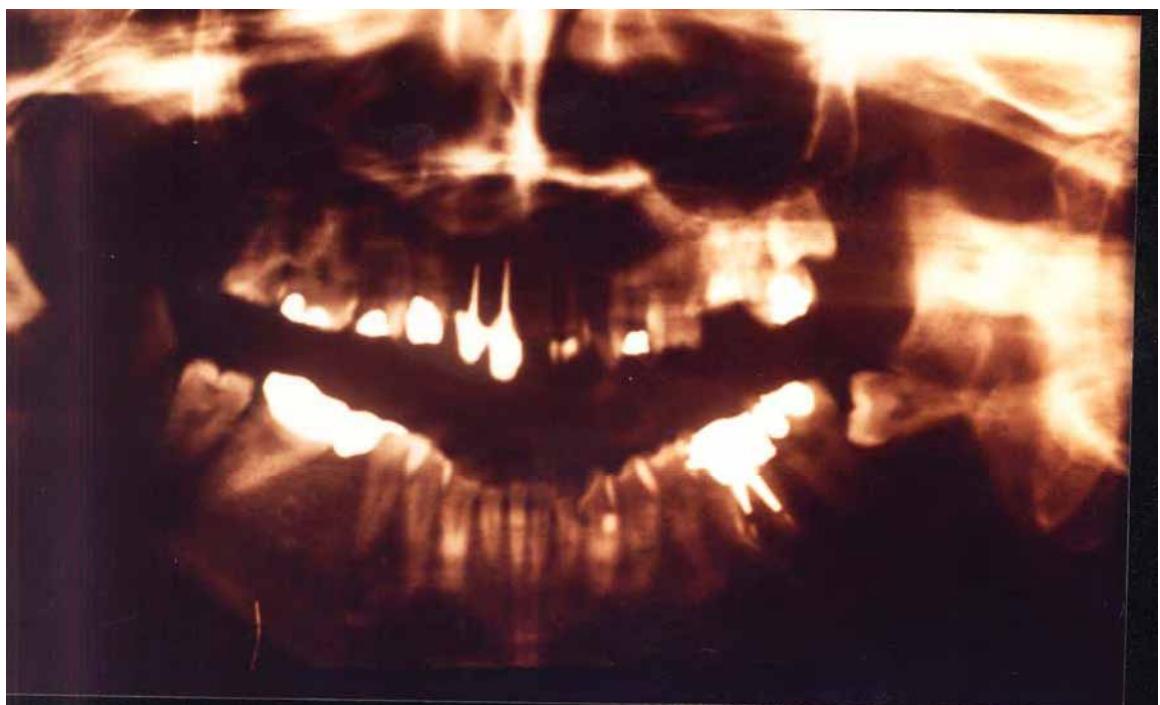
Cas n°10 : Aspect radiographique après soins dentaires
